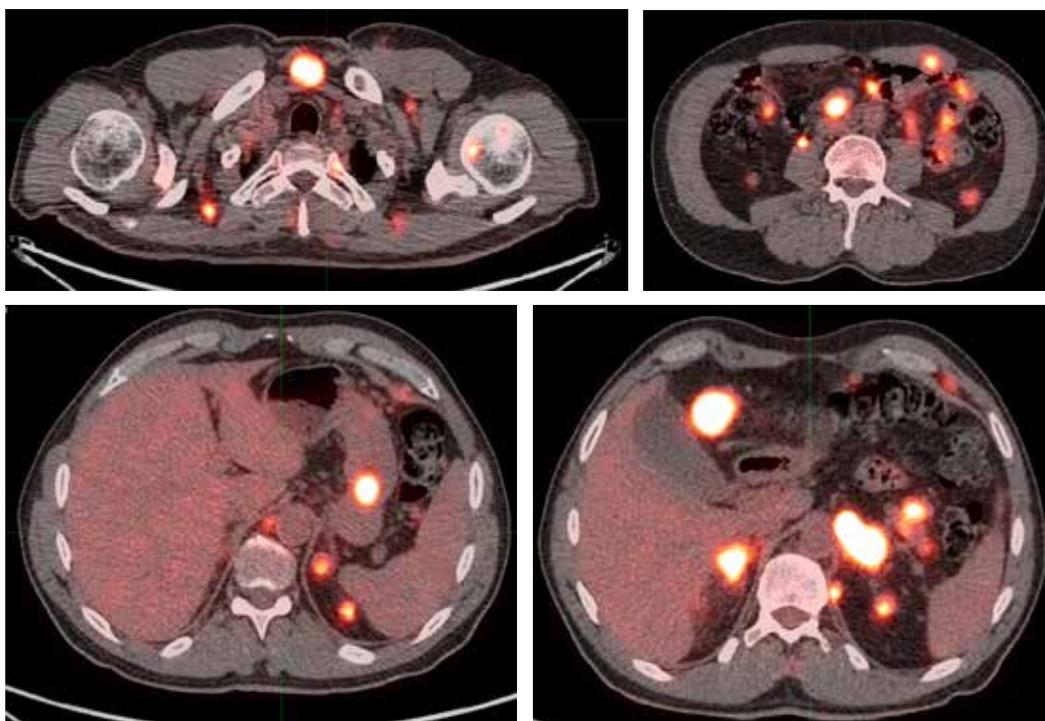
4А-Г. Данные ПЭТ КТ до начала терапии. Множественные метастазы меланомы
